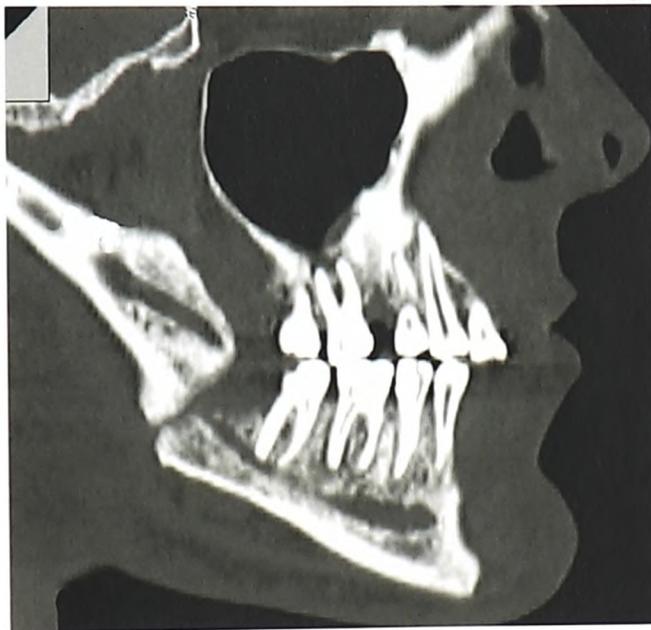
Компьютерная томография больного Г. с переломом угла нижней челюсти справа со смещением (до операции)
